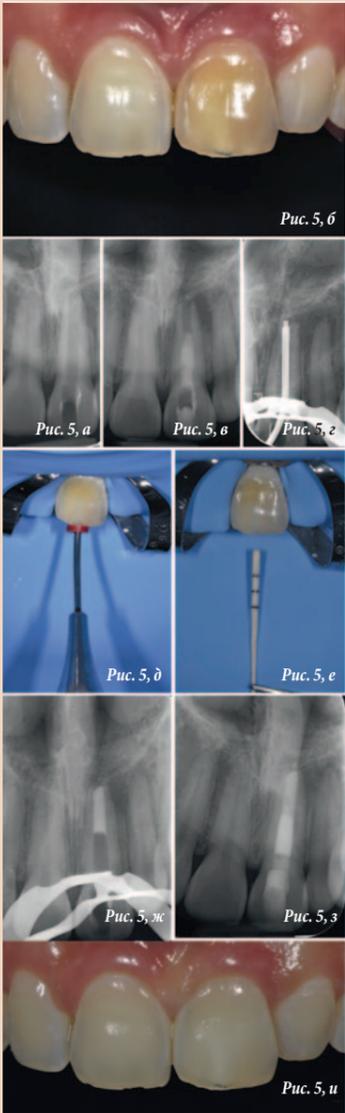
Исходная рентгенограмма центрального левого резца верхней челюсти с открытым апексом (а). Клиническая картина (б). В канал внесли гидроксид кальция (в). Припосовка наконечника MAP System (г). Внесение PD MTA White (д). Материал уплотнили с помощью влажного бумажного штифта (е). MTA в апикальной трети канала (ж). Заключительная рентгенограмма, сделанная после пломбирования канала розогретой гуттаперчей и установки композитной реставрации (з). Клиническая картина после отбеливания (и)
